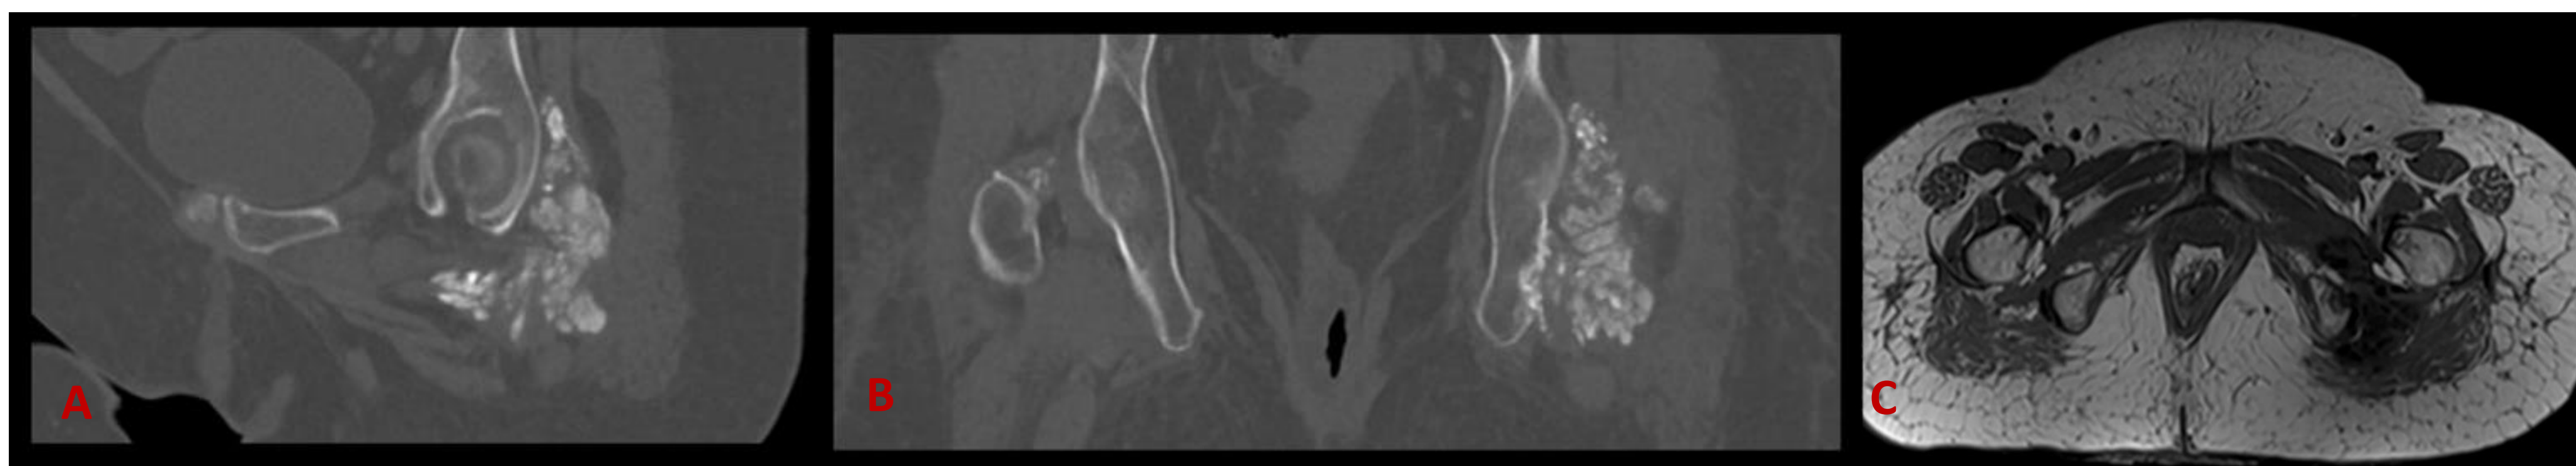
A) Corte sagital TC. B) Corte coronal pelvis TC. C) Corte axial RM.
